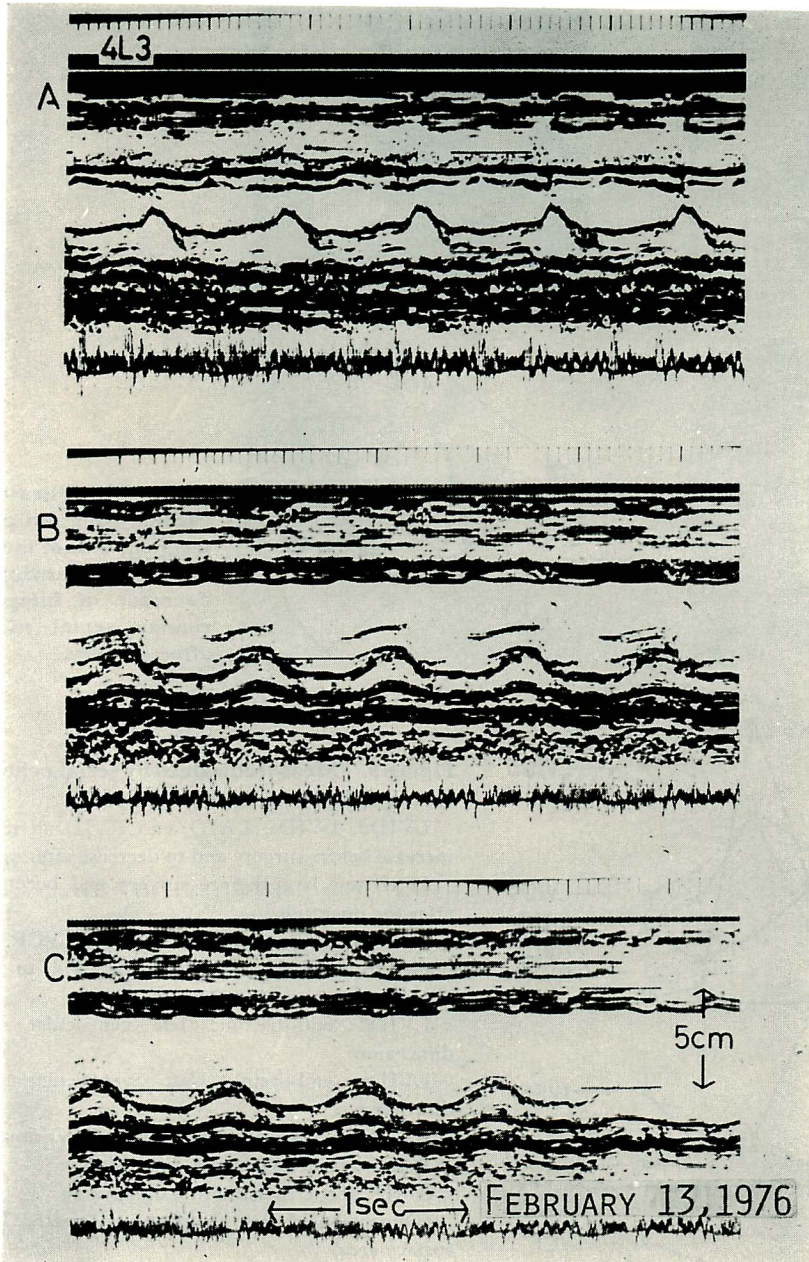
Echocardiograms recorded on February 13, 1976, 18 days after surgery (the 177th hospital day), and is an M-mode scanning from the mitral valve to the apex.
